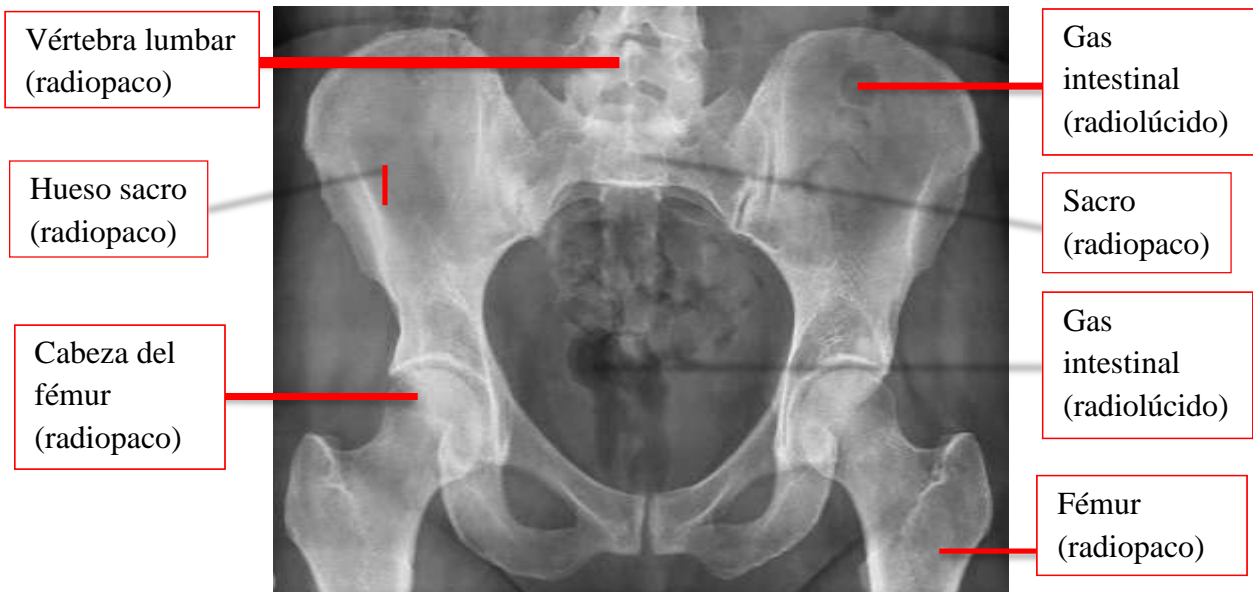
Radiografía panorámica de la pelvis. *Pinterest*. Recuperado de <https://ar.pinterest.com/pin/391672498820943859/>
